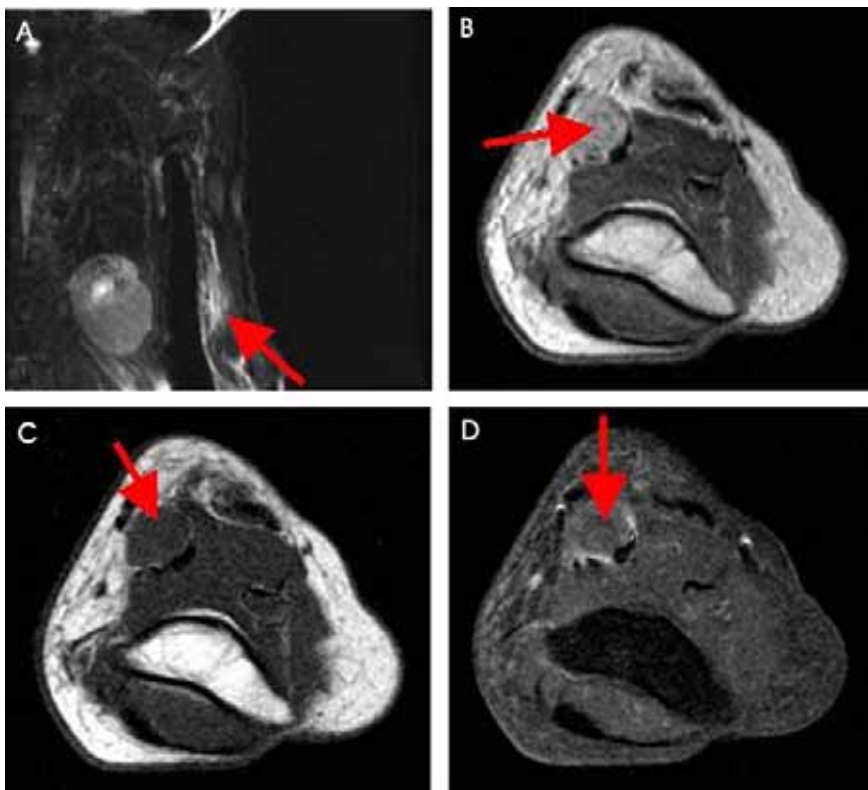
MR images of the left arm around the elbow area. The coronal T2 weighted image reveals that there is a focal thickened mass along the course of the median nerve above the elbow, which suggests the focal invasion of mass lesion into the median nerve. (see red arrows, A) The radiological character of this lesion is increased T2 (B) and iso T1 (C) signal intensities compared with those of normal muscles. The lesion is also enhanced slightly around the border of mass in the T1 gadolinium enhancement with fat suppression image (D).
